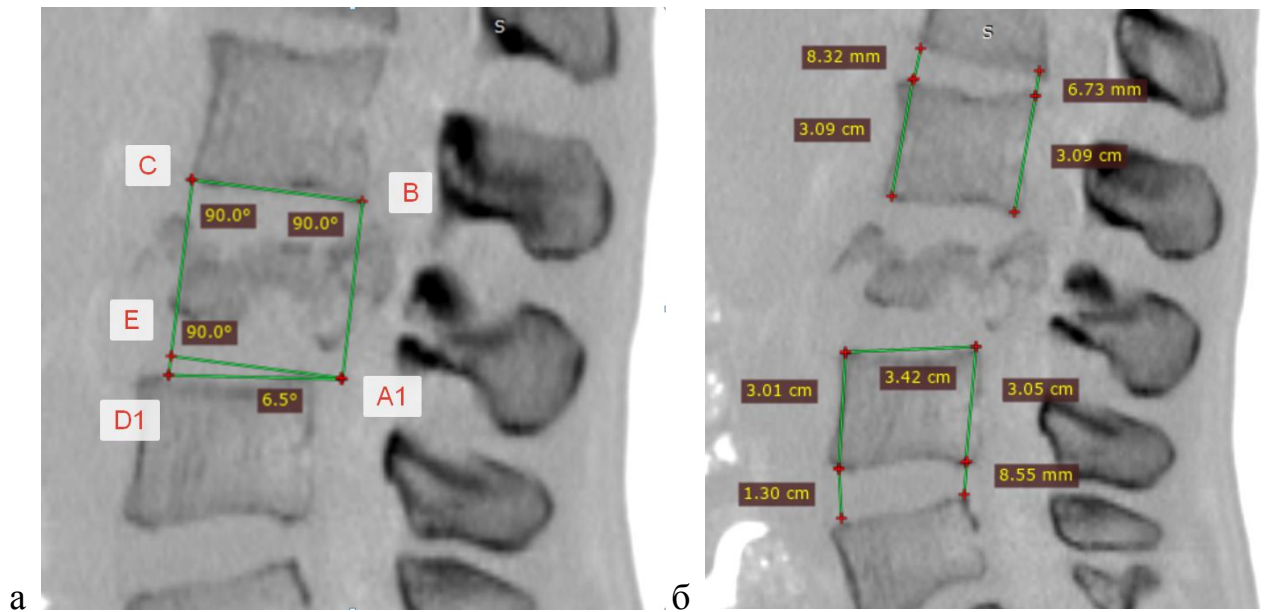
СКТ пациента Д. Срединный сагиттальный срез поясничного отдела позвоночника: выделение сегмента позвоночника, состоящего из тела позвонка и двух прилегающих дисков (а); измерения для предполагаемых размеров межтеловых промежутков и сегментарного угла (б)
